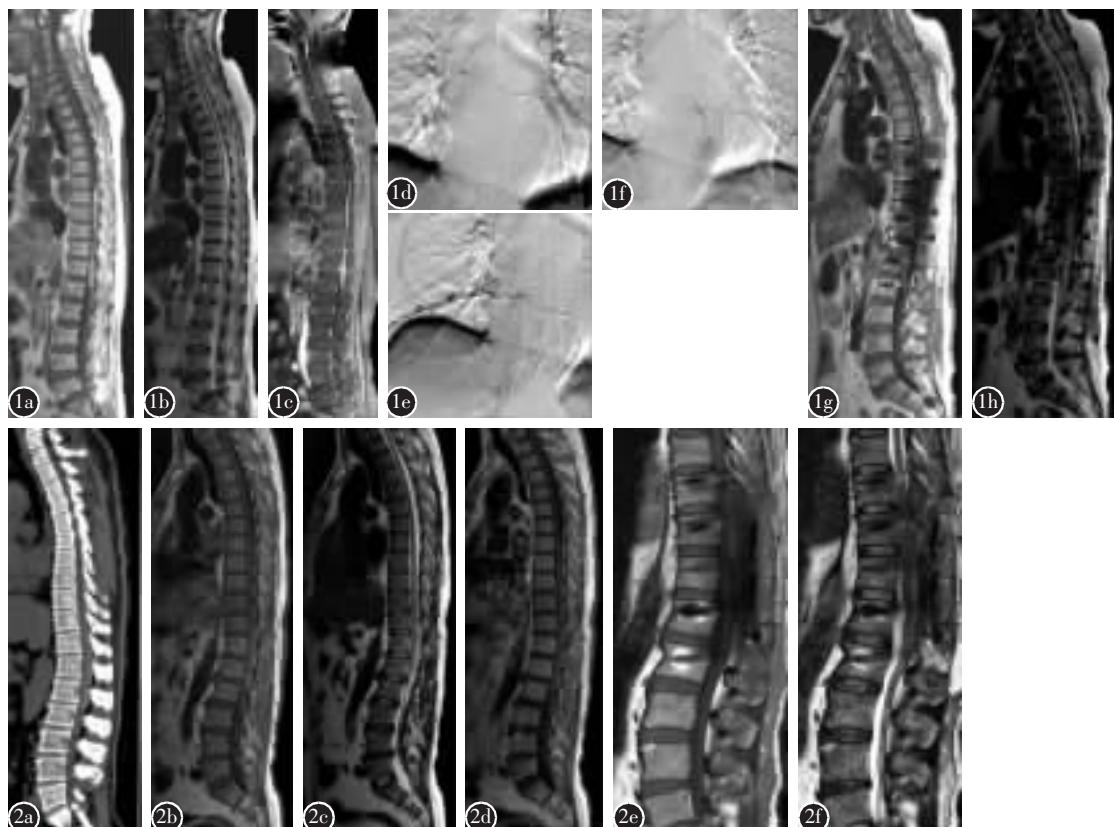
病例 1,女,76岁 a~c 术前 MRI 示 T8~L3 段椎管内硬膜外(脊髓背侧)长条形混杂信号影,长约 21.6cm,脊髓受压,T1WI 呈高信号为主,内亦夹杂斑片状低信号影,T2WI 呈等低混杂信号,内见多发斑点状低信号影,增强扫描呈明显不均匀强化,强化后病灶与脊髓分界清晰 d~f 动脉造影示左侧第 10 肋间动脉和右侧第 9、10 肋间动脉分支相对增粗,对脊柱病变区域血供相对丰富 g、h 术后 MRI 示椎管内血肿已清除,脊髓无压迫 图 2 病例 2,男,52岁 a 术前 CT 示 T10~L2 椎体水平椎管内脊髓后方见新月形高密度影,CT 值约 100HU,长约 14.3cm,局部椎管明显狭窄,脊髓受压变扁 b~d MRI 示 T10~L2 椎体水平椎管内脊髓后方见新月形异常信号影,呈短 T1 长 T2 信号改变,长度约 14.3cm,增强扫描未见明显强化,局部椎管明显狭窄,脊髓受压变扁,局部脊髓内见条线状高信号 e~f 术后 MRI 示椎管内血肿已清除,脊髓无压迫
